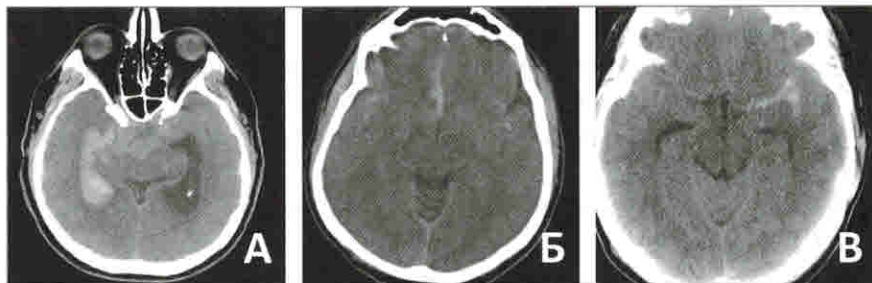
СКТ – обзорное исследование (разные пациенты, А–Б) демонстрирует наличие «острой» крови (участки повышенной плотности) в субарахноидальных пространствах головного мозга с прорывом в боковой желудочек (А), в области межполушарной щели (Б) и в проекции сильвиевой щели (Б, В).
